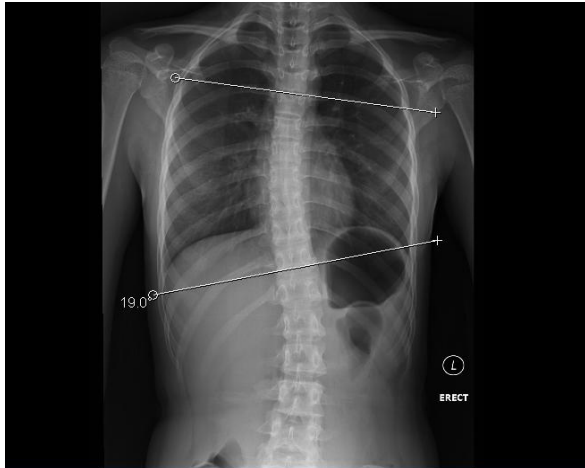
L-spine X-ray 2010-7-26 Cobb's angle 19°
